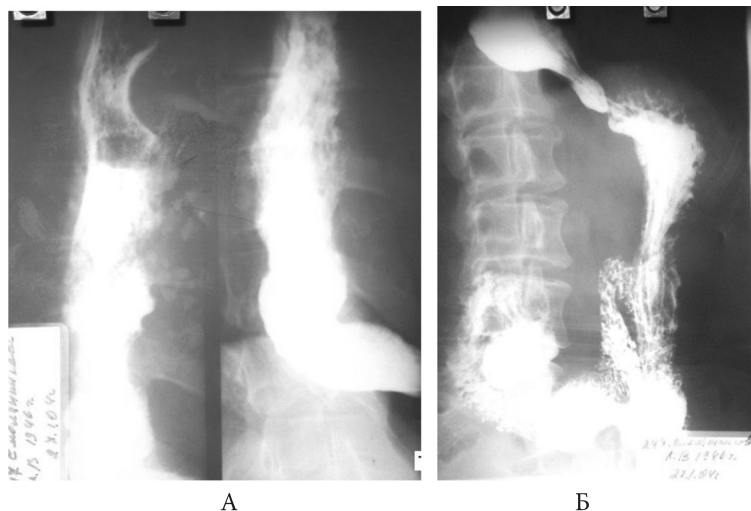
Рентгенограммы пищевода и желудка б-ой С.Л.В., 59 лет от 27.01.2004 года – до операции. Пищевод в грудном отделе расширен (А), в дистальном отделе он С-образно искривлен, опорожнение из пищевода в желудок замедлено, кардия сужена (Б). Контрастная масса с трудом проходит в желудок и без задержек поступает в двенадцатиперстную кишку и далее в тонкую кишку; одновременно она стоит над кардией и в пищеводе (А).
